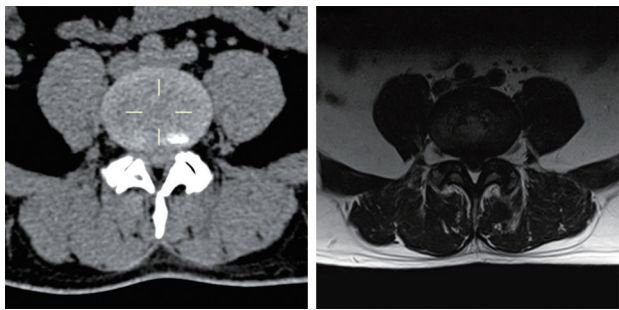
术前CT及MRI示椎间盘巨大突出,突出方向中央偏左
